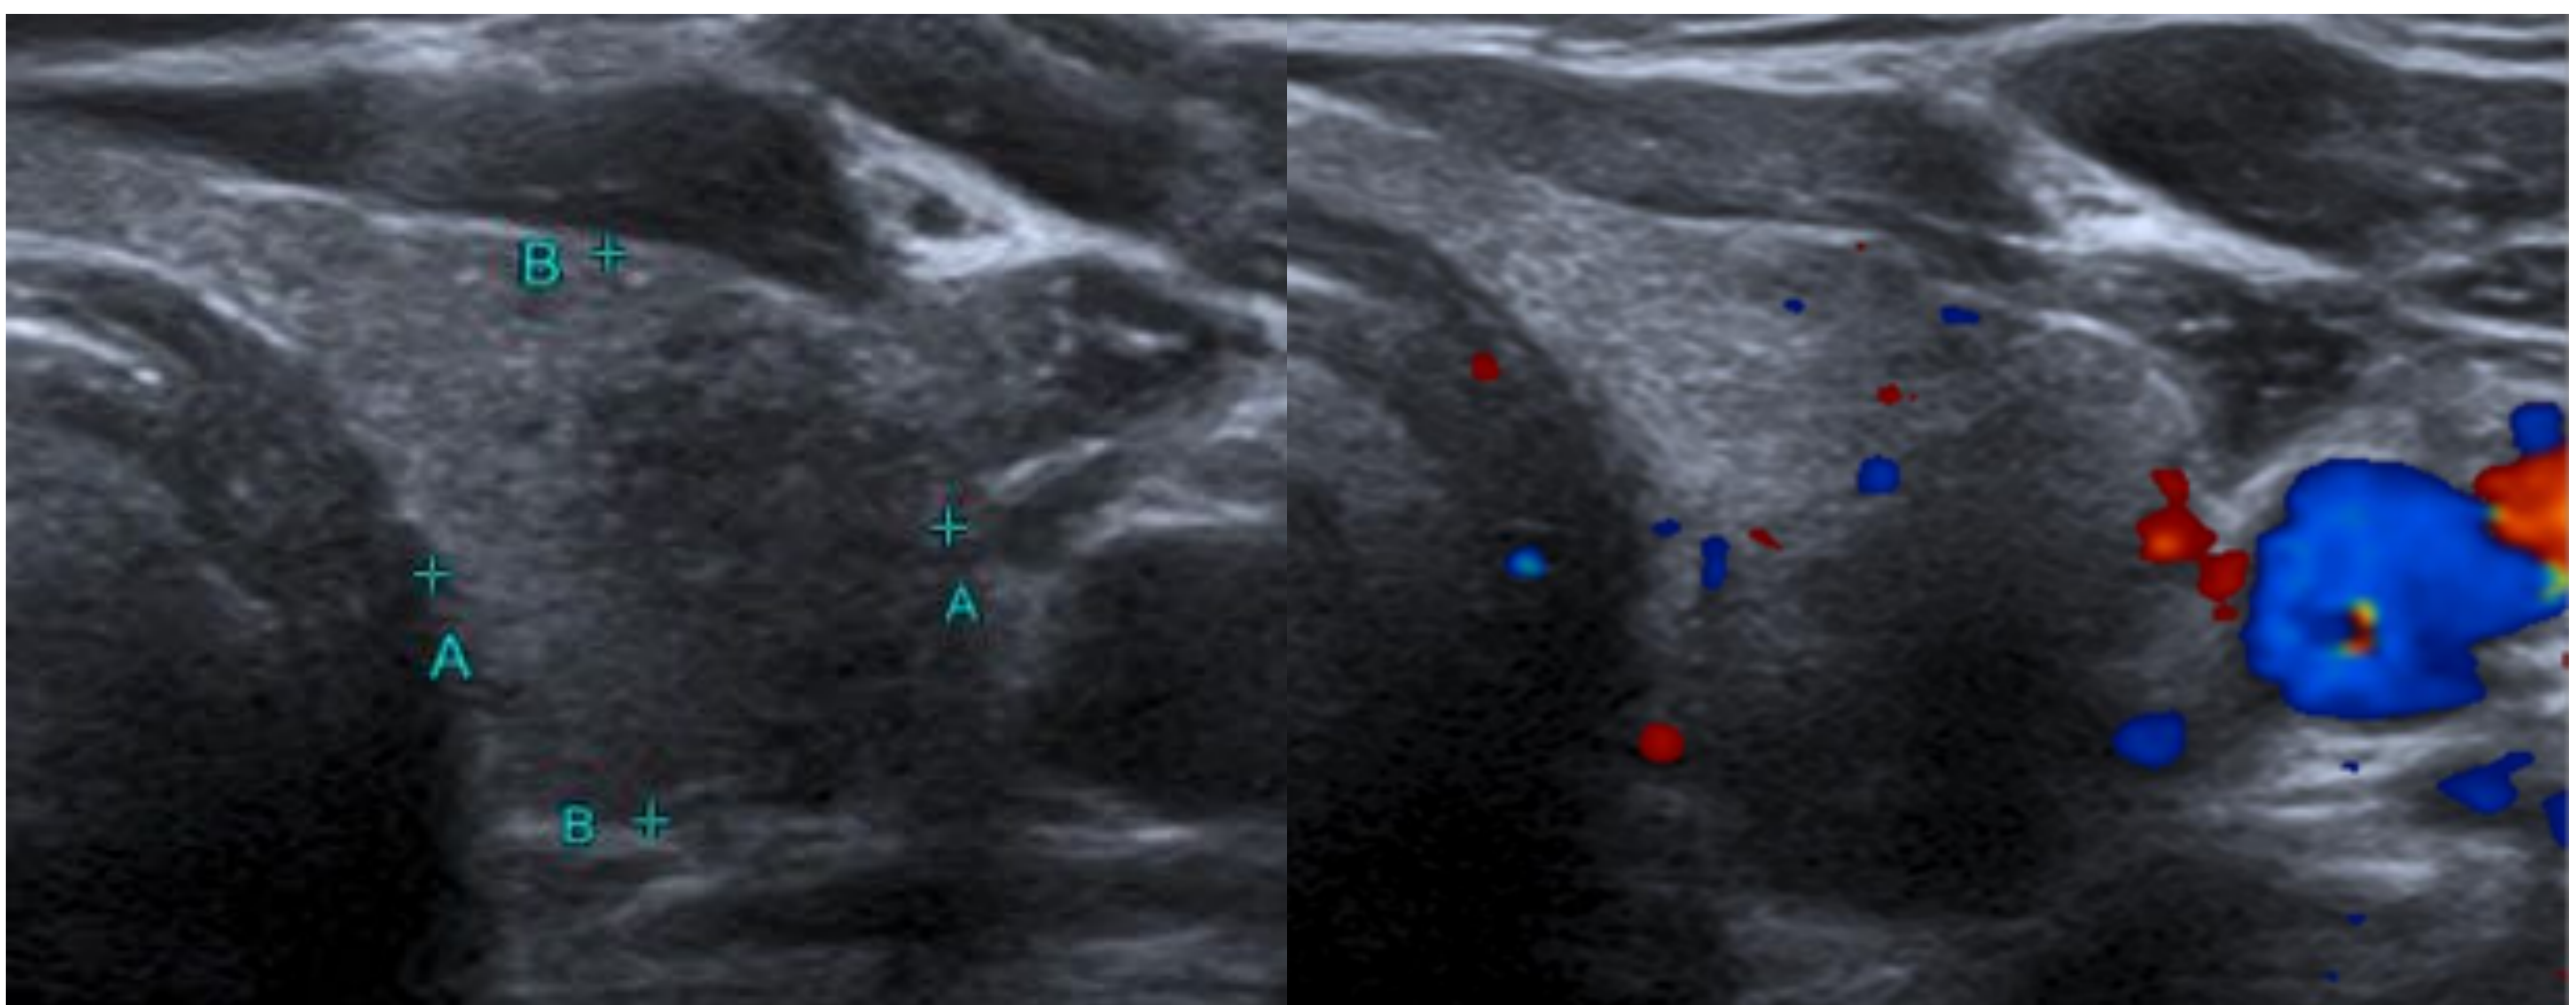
Tiroiditis de De Quervain. Tiroides de contornos ligeramente lobulados y ecogenicidad difusamente heterogénea con áreas parcheadas de menor ecogenicidad mal definidas, de predominio en región central del LTD y en región postero-inferior del LTI, con escasa vascularización en el modo Doppler.
